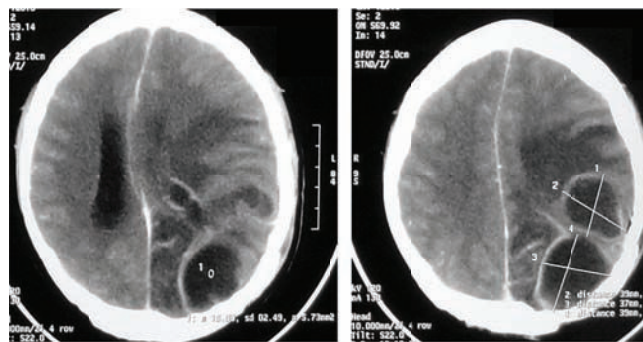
Tomografías computarizadas de cráneo simple, que muestran zonas compatibles con abscesos cerebrales en número de dos, en región parieto-occipital izquierda, además de evidenciarse neuromeníngeo parietal izquierdo.
